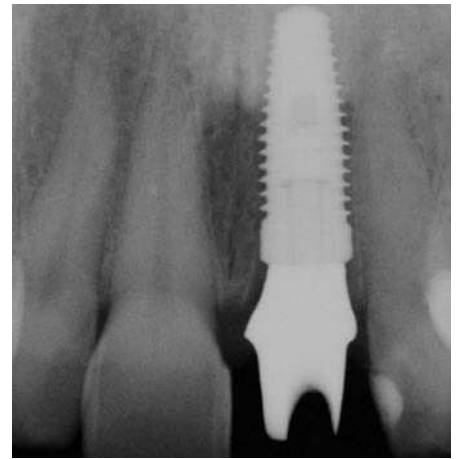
La radiografía postoperatoria permite apreciar el nivel de la cresta ósea.
